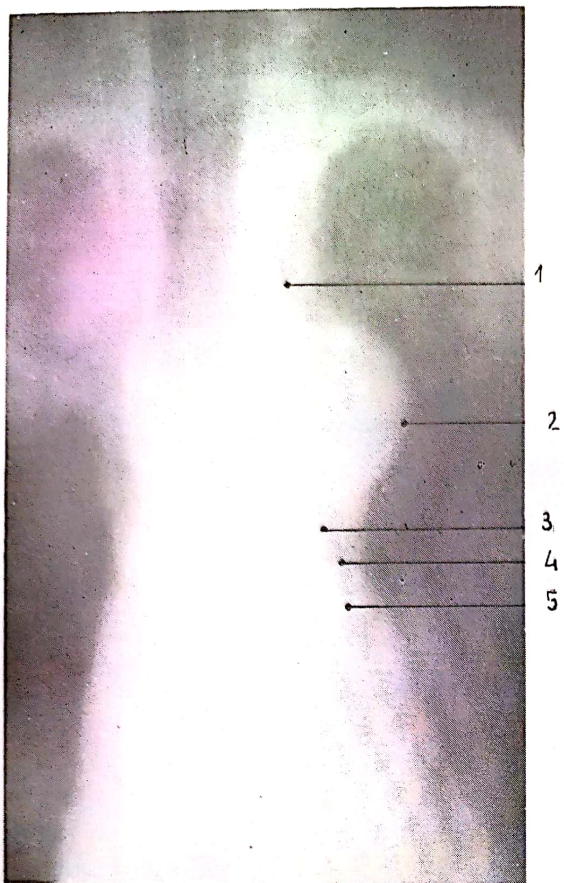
Liniile paraarteriale (tomografie): 1, linia arterei subclaviculare stângi; 2, linia butonului aortic; 3, fereastra aorto-pulmonară; 4, linia aorto-pulmonară; 5, trunchus pulmonalis.
